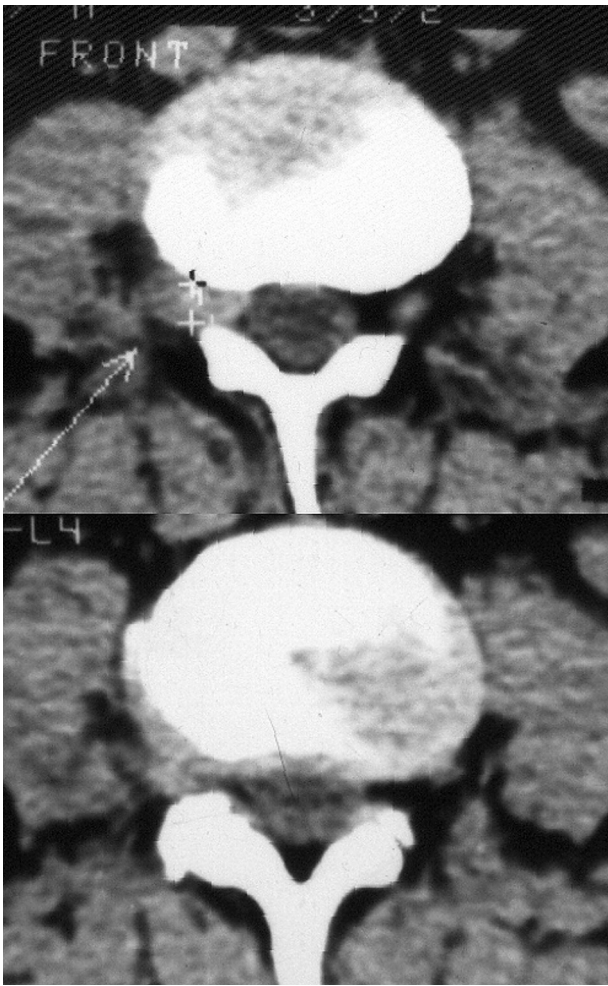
КТ-признаки фораминальной — экстрафораминальной латеральной грыжи L₃—L₄
